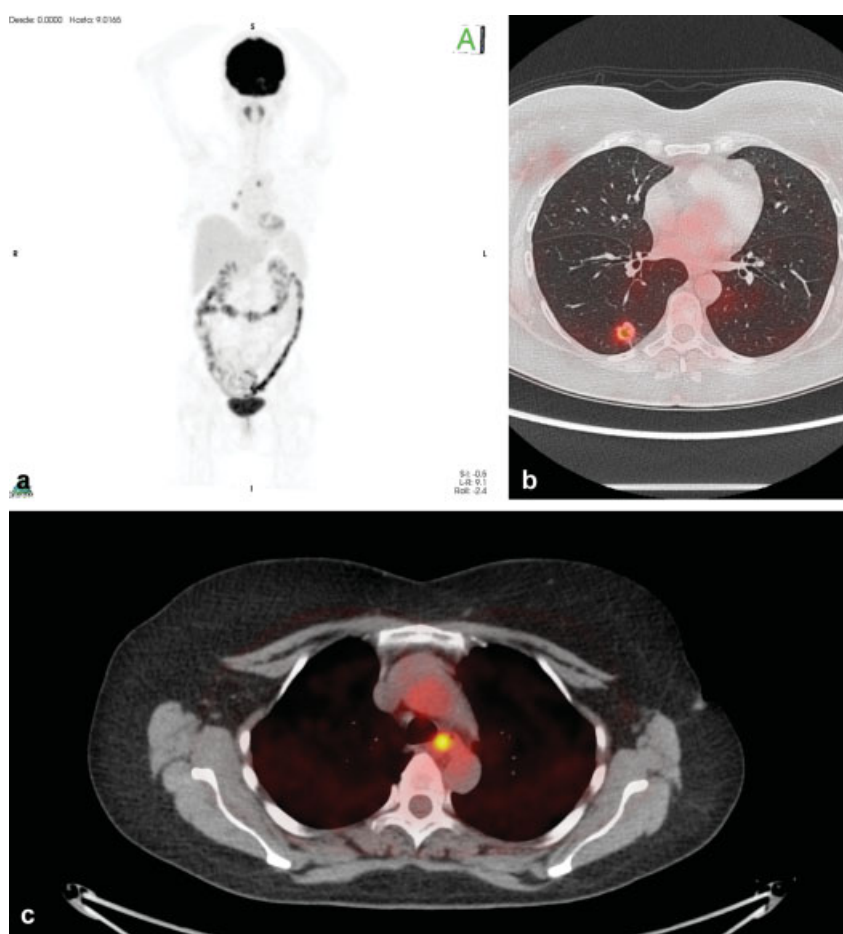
Mujer de 55 años con cáncer de mama tratado con cirugía y quimioterapia (QT). En control nódulo pulmonar. En ^{18}F -FDG PET/TC para re-estadificación, se encuentra un nódulo pulmonar en lóbulo inferior derecho, cavitado con leve hipermetabolismo, adenopatía hipermetabólica paratraqueal derecha y paraesofágica. Cirugía: carcinoma pulmonar pobremente diferenciado. (a) Imagen MIP del PET. (b) Fusión plano axial en ventana pulmonar: nódulo pulmonar hipercaptante. (c) Fusión plano axial, ventana mediastino: adenopatía paratraqueal derecha y paraesofágica.
